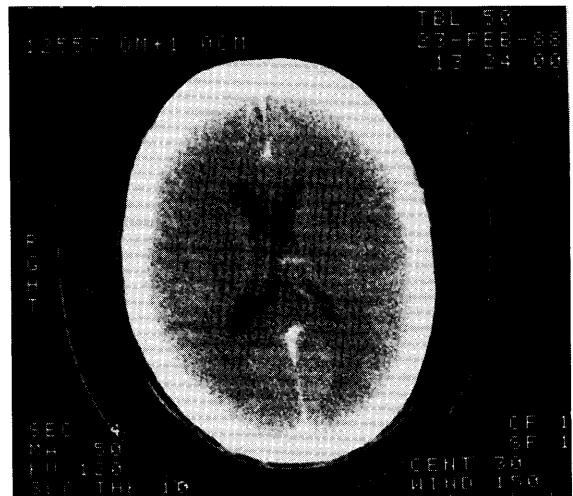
Initial contrast-enhanced CT scan of the brain. No abnormal density area is seen.
